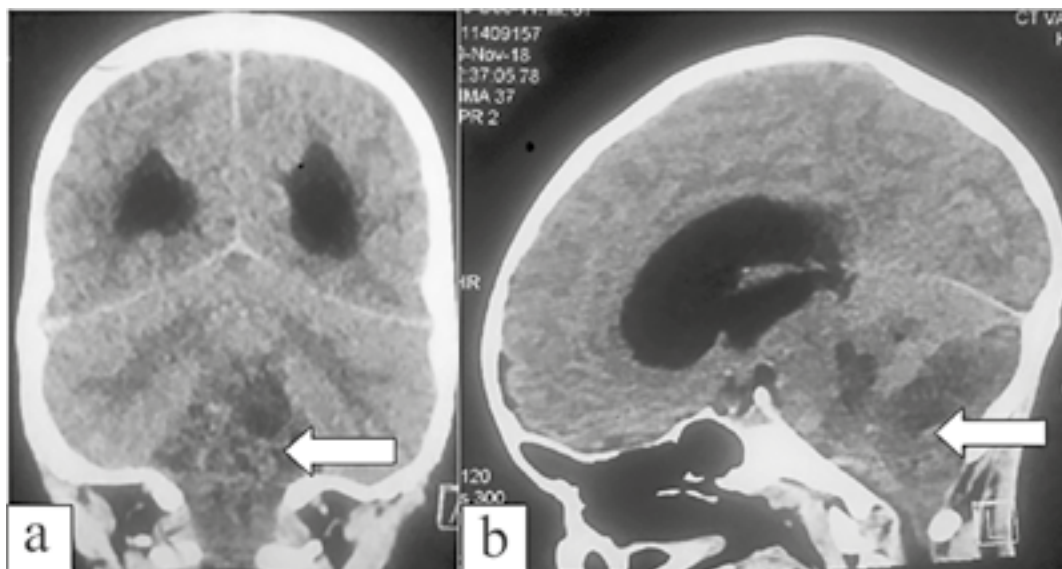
(a, b). CT – cerebral.
